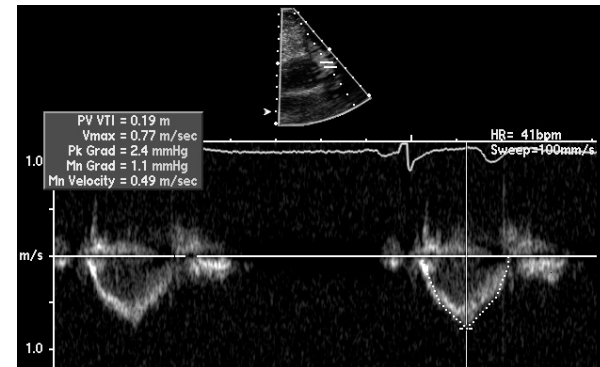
Интеграл линейной скорости кровотока в легочном стволе. Это одно из важнейших измерений во всем эхокардиографическом исследовании. Интеграл линейной скорости кровотока в легочном стволе — это то расстояние, которое кровь проходит за один сердечный цикл на пути к легким. Данный параметр существенно точнее, чем минутный объем кровотока, свидетельствует о насосной функции сердца, поскольку диаметр легочного ствола прямо пропорционален размерам тела. Тем самым, интеграл линейной скорости кровотока в легочном стволе — это ударный объем, нормализованный по размерам тела. В отсутствие тахикардии значение этого параметра должно быть не ниже 15 см. Здесь он равен 19 см, что естественно при столь выраженной брадикардии. Кроме того, видно, что кровоток однофазный и поздно достигает пика — значит, легочной гипертензии нет.
